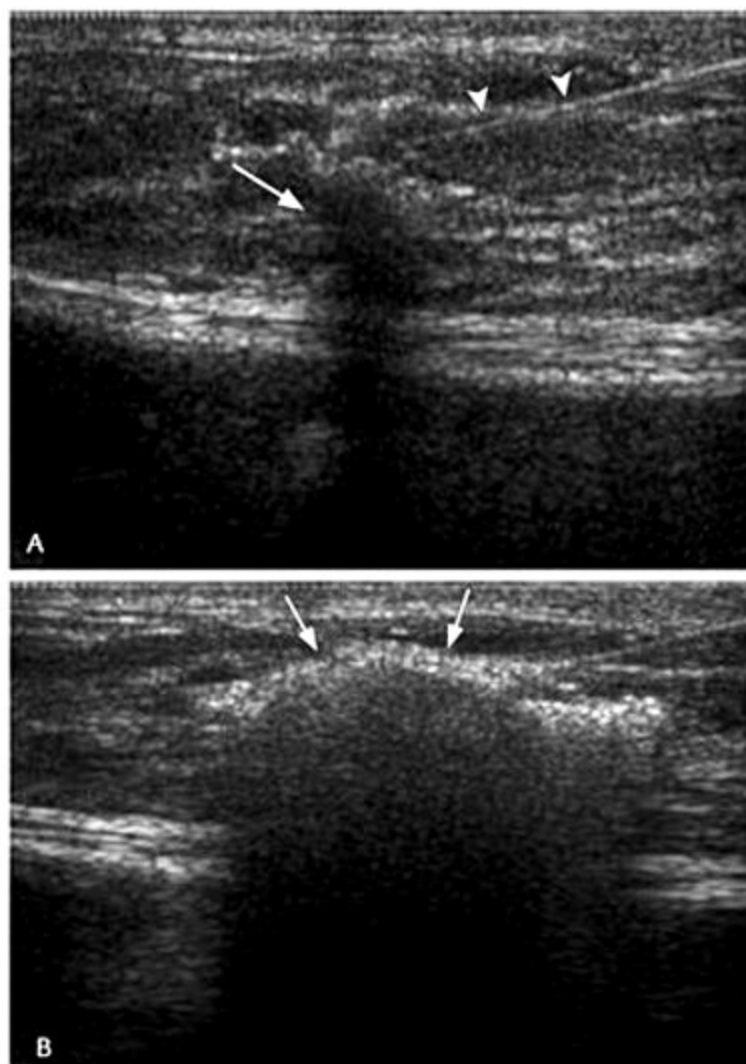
Mulher de 50 anos com nódulo sólido irregular e mal definido com orientação vertical na mama direita, cuja biópsia percutânea mostrou que se tratava de um carcinoma ductal invasivo (A, *setas*). Foi realizada a localização pré-operatória orientada pela ultrassonografia com colóide marcado com tecnécio. A: Verifica-se a agulha localizada na periferia da lesão (*cabeça de seta*); B: a lesão está obscurecida pelo ar injetado junto ao material radioativo (*seta*).
